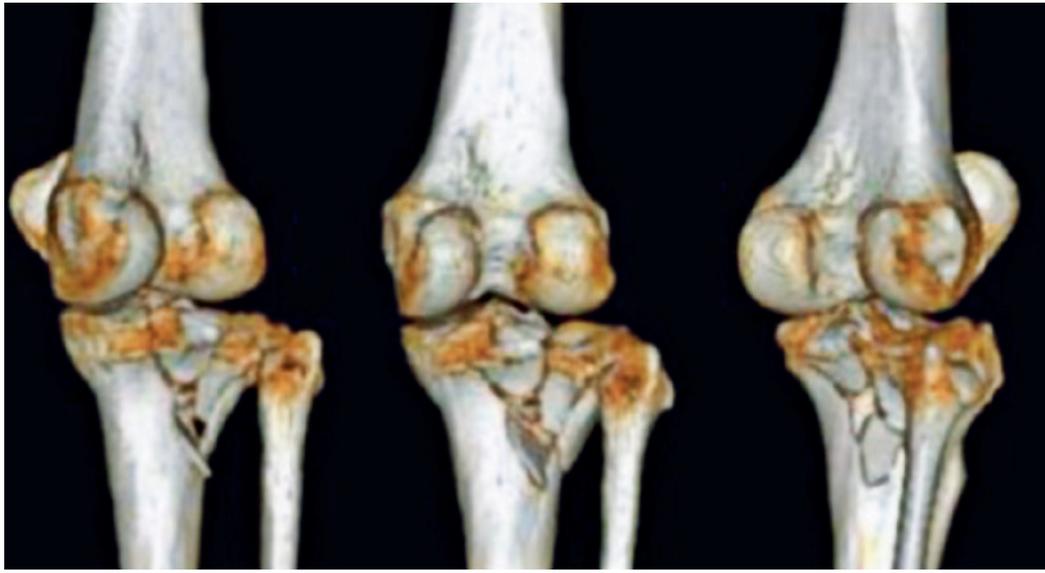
Tomografia 3D evidenciando acometimento posterolateral.
